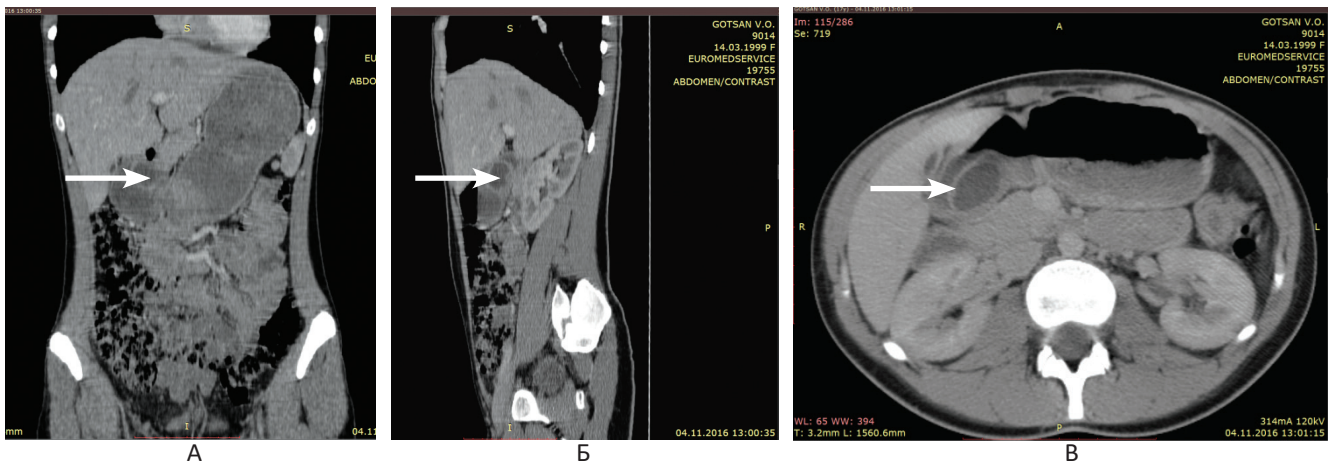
Хвора Г., 17 р., МКХ № 14273. СКТ ОЧП із в/в контрастним підсиленням: А – фронтальна площина; Б – сагітальна площина; В – аксіальна площина. Стрілкою вказана тканина ЕПЗСШ
